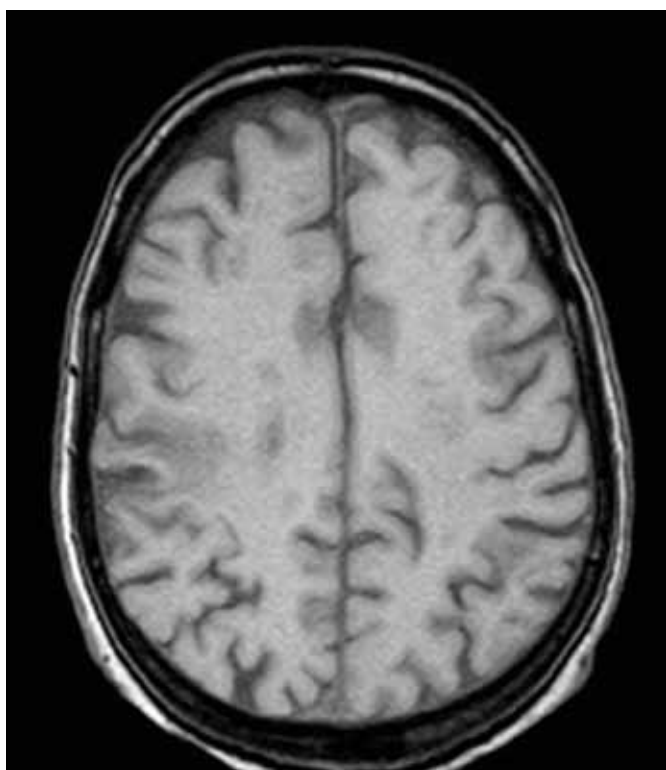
Imagem da RM-CE de controlo efectuada um ano após o diagnóstico de abscessos cerebrais, em corte transversal e nível sobreponível ao da figura 1.
